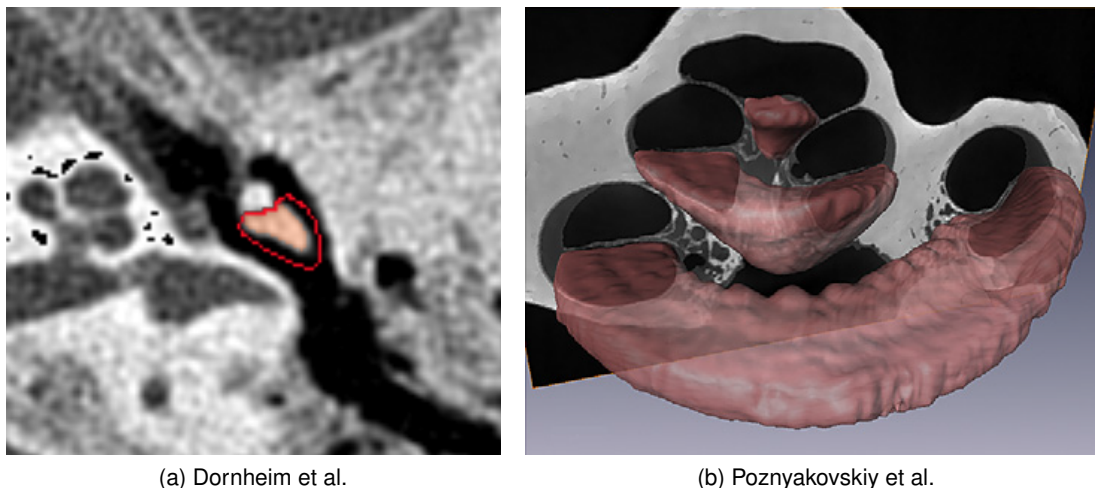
Links wird der Ansatz von Dornheim et al. veranschaulicht. Der Amboss wird zunächst grob umzeichnet und anschließend mit einem Schwellwertverfahren segmentiert. Rechts sieht man die polygonale Darstellung der Segmentierung der Scala tympani in einem Mikro CT Datensatz des Felsenbeins eines Kadavers von Poznyakovskiy et al. Man sieht die deutlich bessere Qualität der Mikro CT Daten im Vergleich zu Standard CT Daten. (Abb. aus [DBZ\*08], Abb. 2(a) und [PZK\*11], Abb. 8(b))
